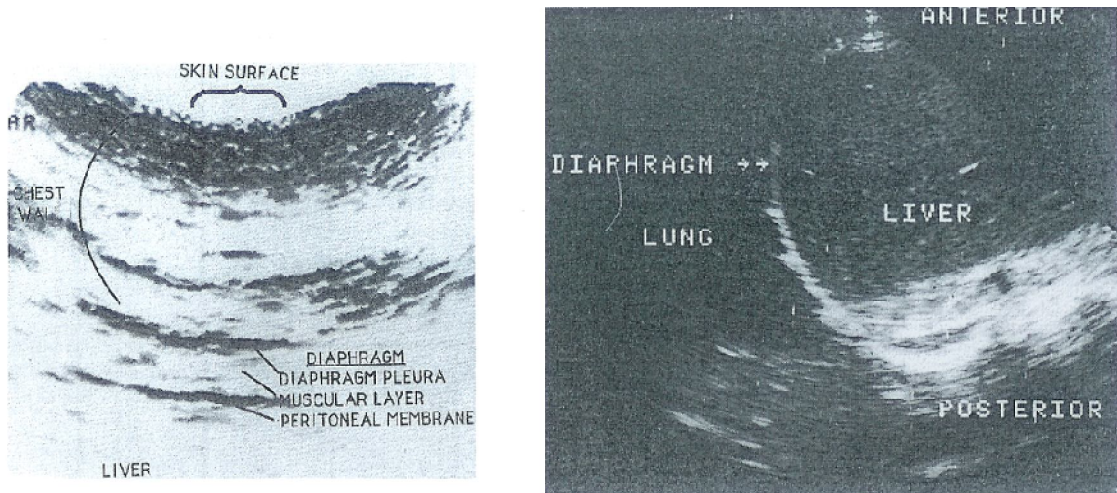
Viste ecografiche relative al diaframma (Barral. The Thorax, 1991).
